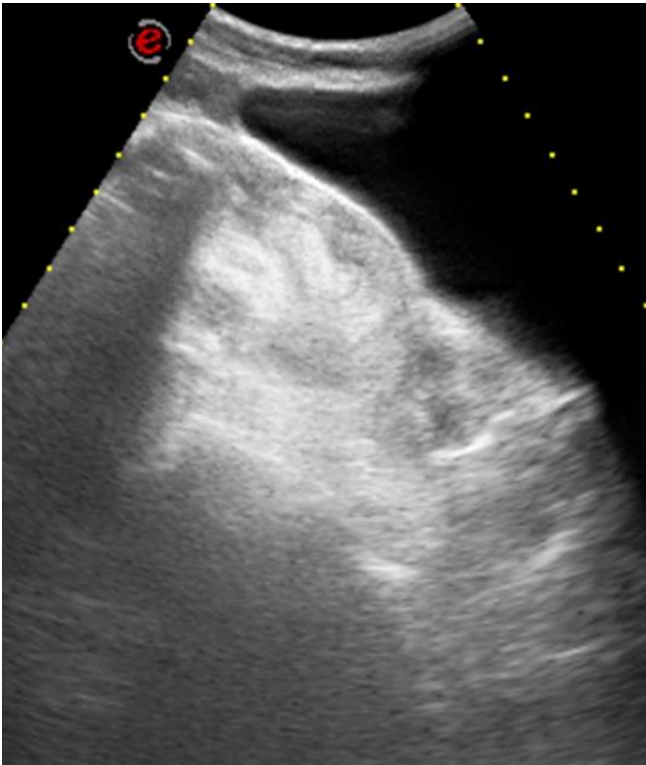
Ecografía abdominal que evidencia a nivel de Recto-Sigma engrosamiento parietal, asociado a masa solida en su interior, de aspecto heterogéneo, con áreas ecogénicas. Fuente: autores
